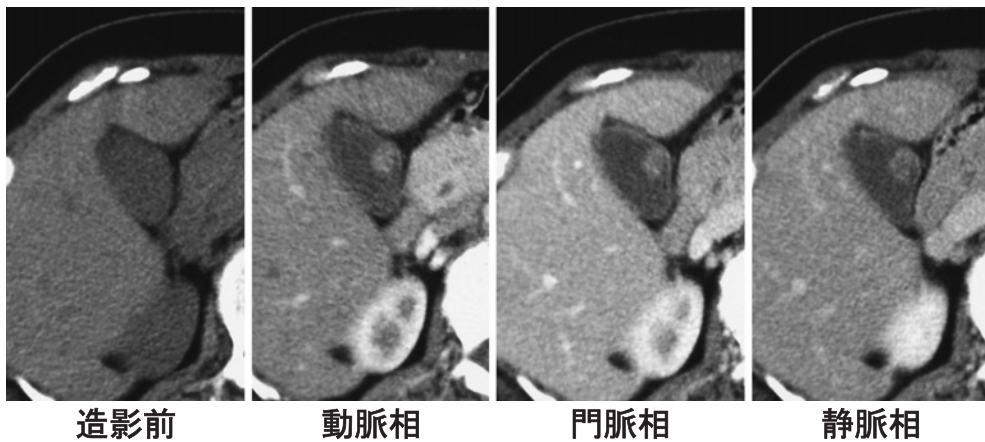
MD CT (Dynamic study).
